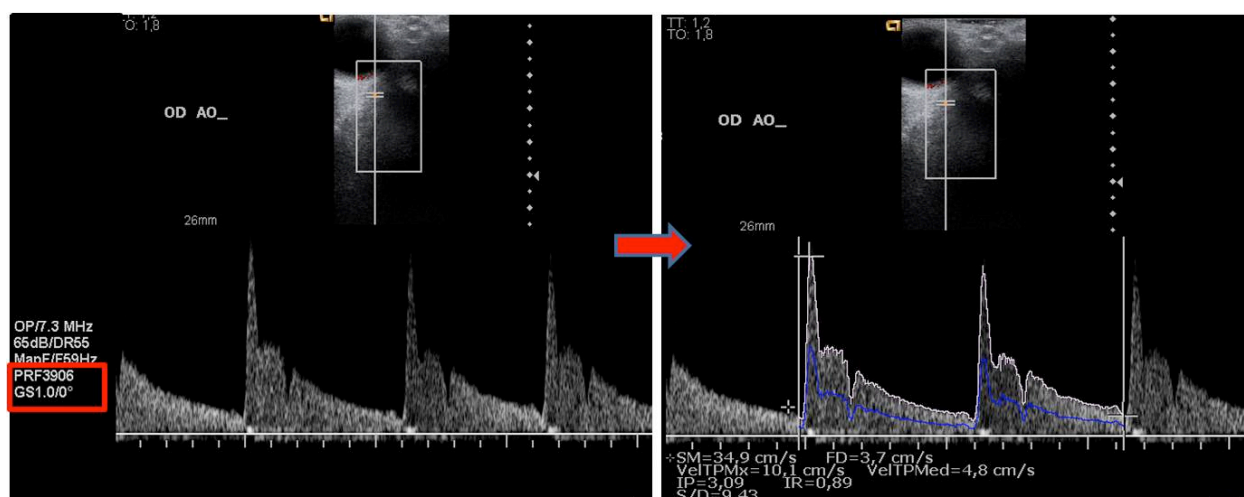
Registro velocimétrico de la arteria oftálmica (AO) de un paciente del estudio tras la utilización de la herramienta de Doppler pulsado, y la determinación de los parámetros hemodinámicos de la misma a través del software del ecógrafo.
